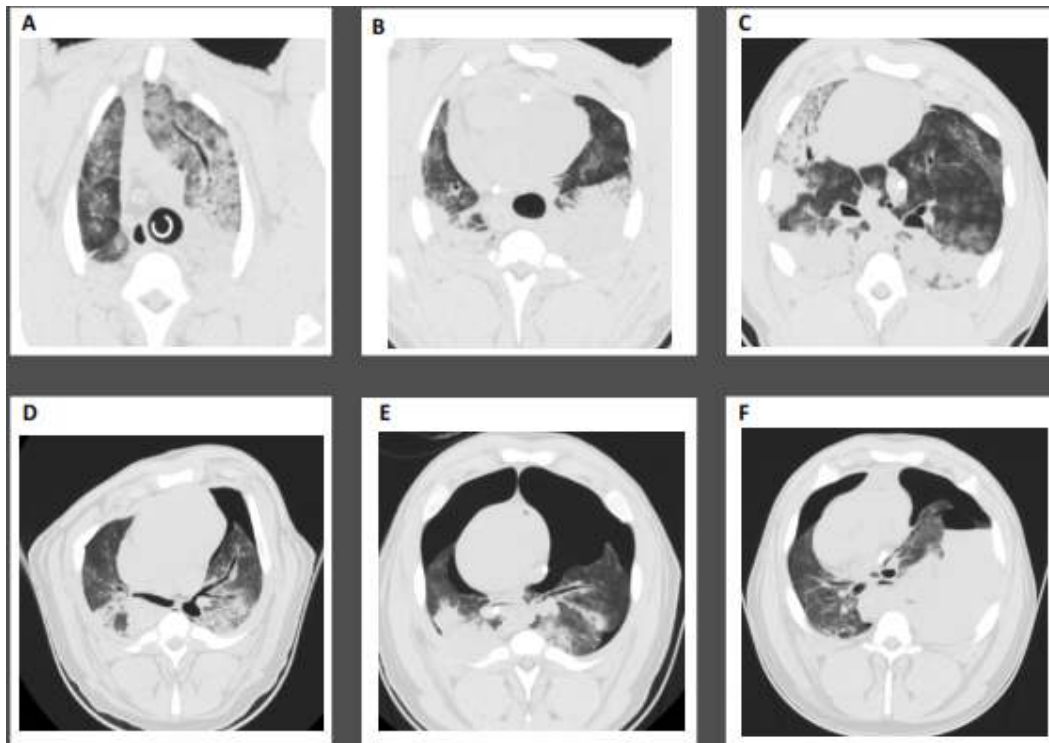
báo cáo ảnh chụp CT với các kiểu tổn thương ngực và phổi khác nhau thu được từ các nghiên cứu thực nghiệm được thực hiện trong phòng thí nghiệm của tác giả trên mô hình ngừng tim ở lợn với 20 phút CC cơ học liên tục và thở máy không đồng bộ [17].
